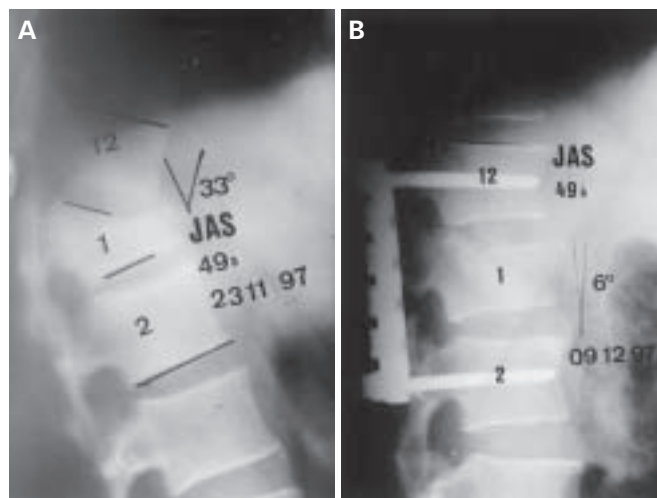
Radiographic profile study of thoracolumbar burst fracture (L<sub>1</sub>) (A), and seven years after surgery, showing preserved physiological curvature, solid anterior and posterior arthrodesis (B).
